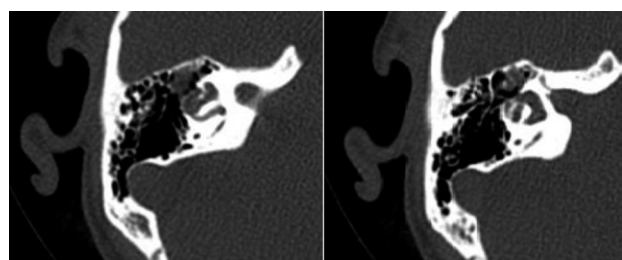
TC Axial. Apreciamos el defecto óseo en la parte anterior del canal semicircular externo.
